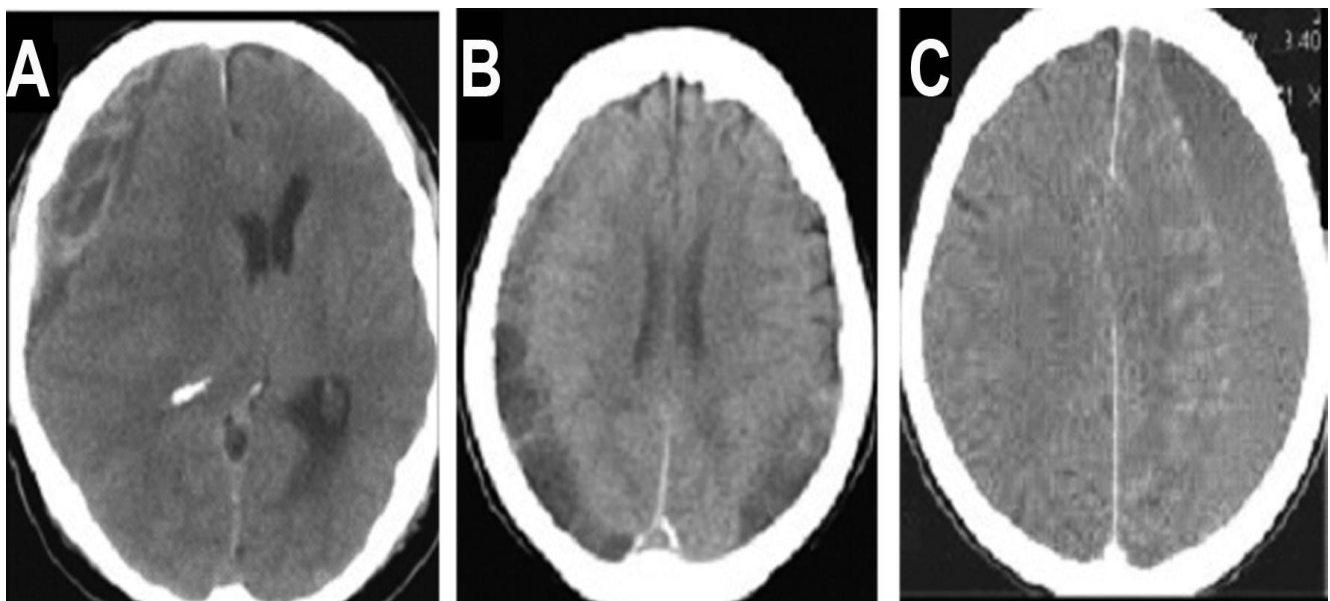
Hematoma subdural crónico en la imagen de tomografía axial computarizada de cráneo. A: Derecho. B: Bilateral. C: Izquierdo.
